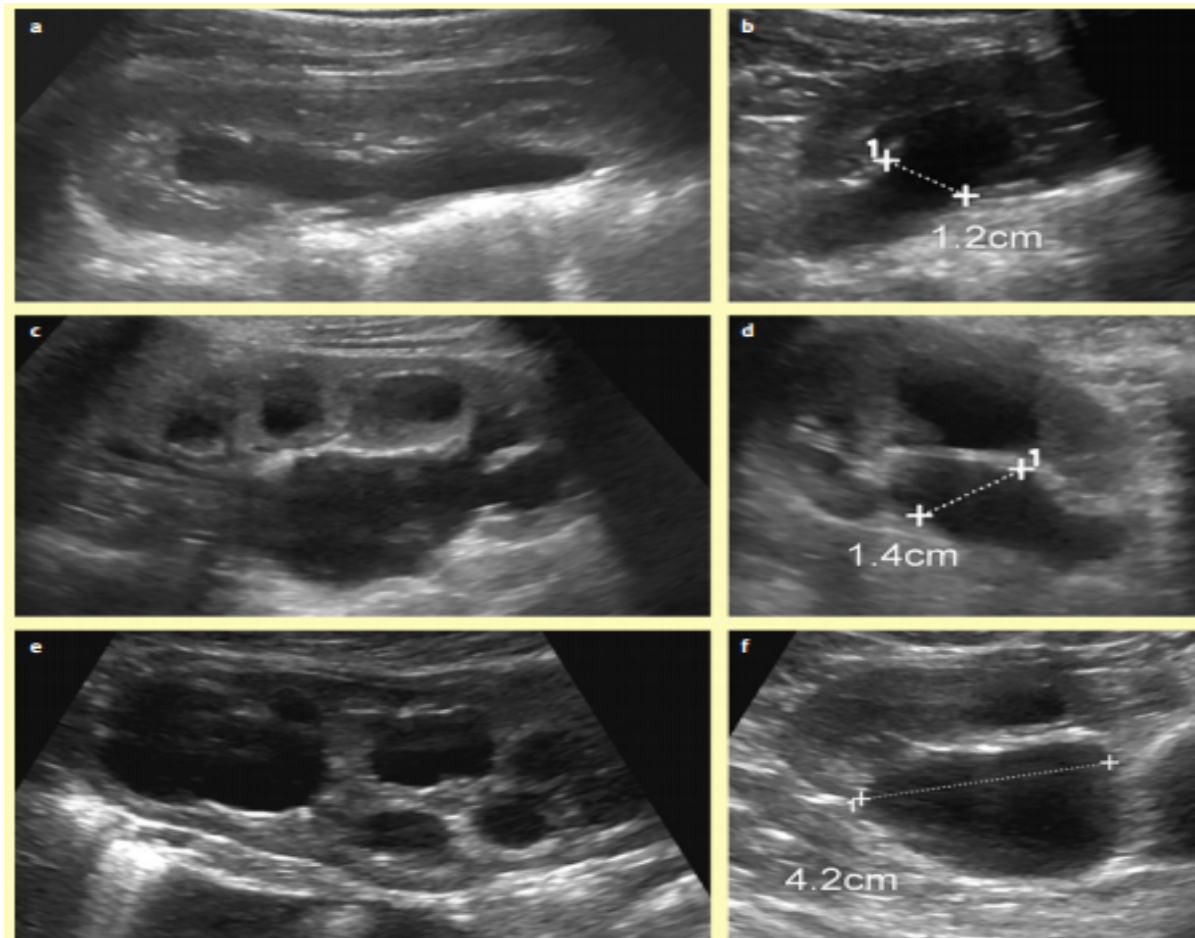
classification échographiques selon SFU
